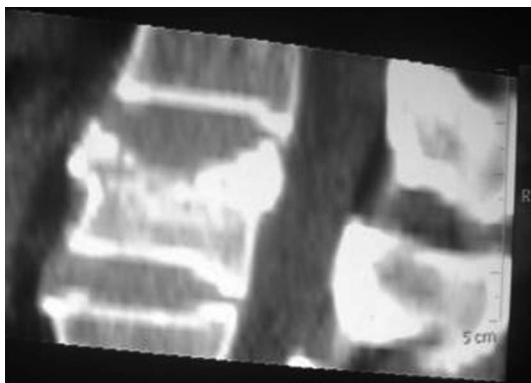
Фотоотпечатки СКТ пациента Е., 67 лет. Компрессионный перелом L_{II} позвонка на фоне остеопороза.
